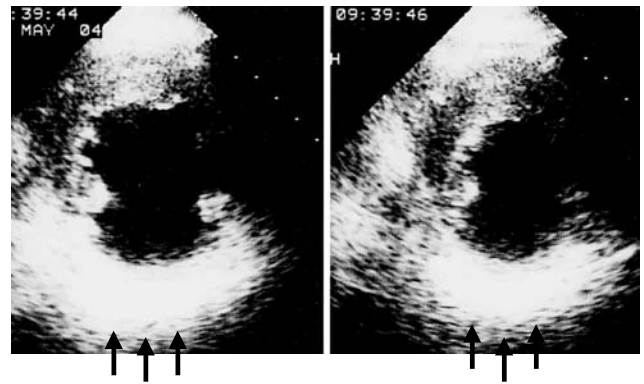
心エコー検査；左 拡張期 右 収縮期 後壁 (↑↑↑) は壁無動、輝度上昇あり陳旧性心筋梗塞が示唆された。
